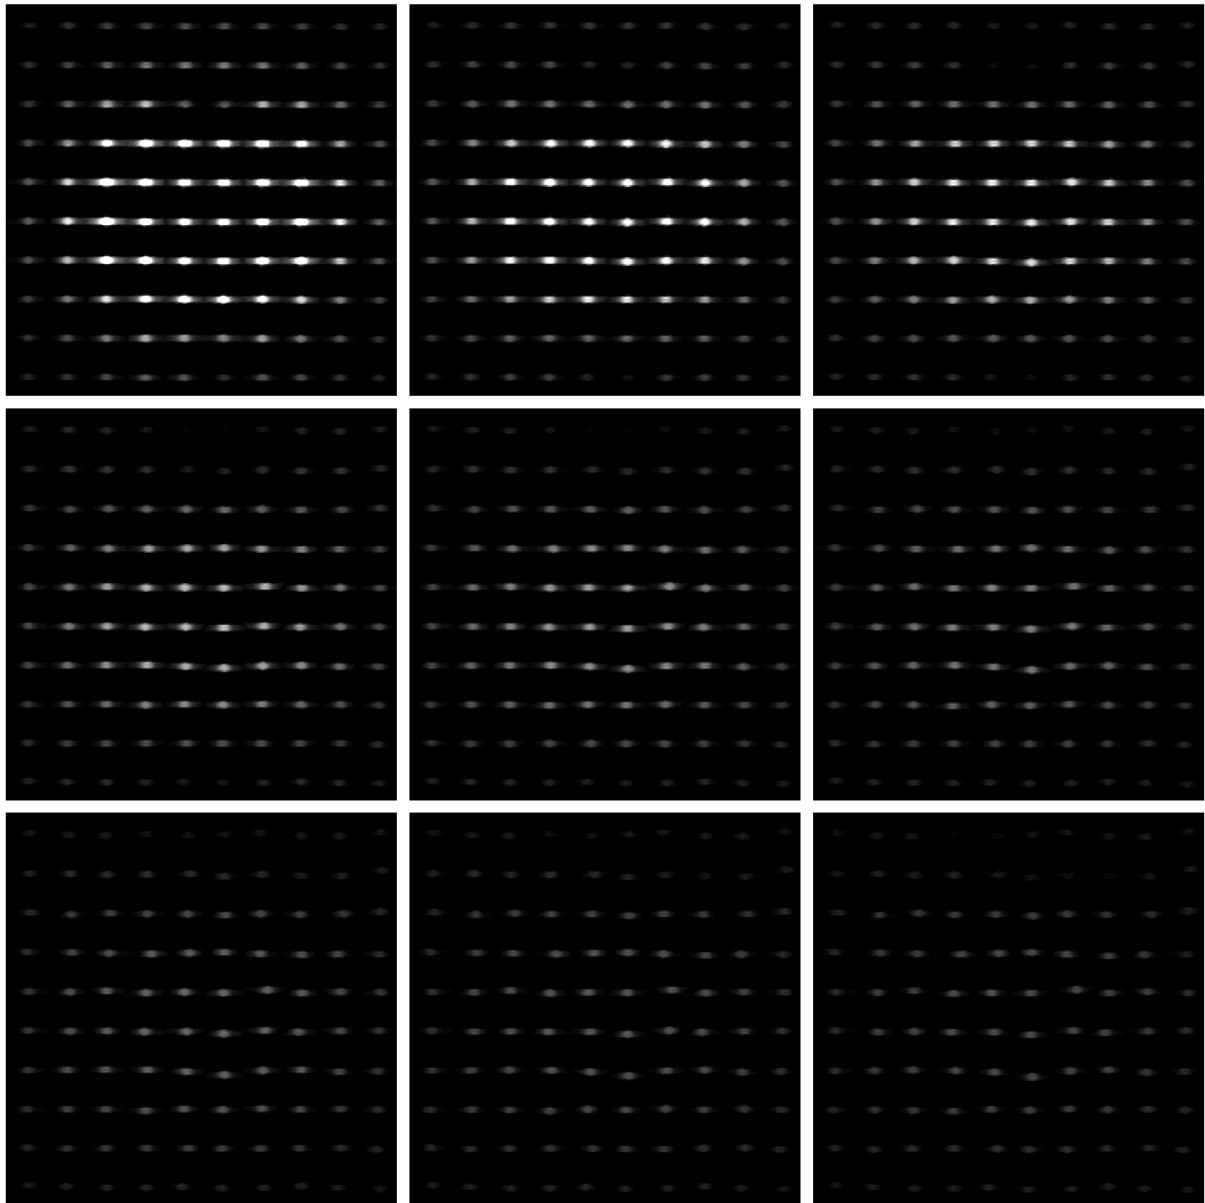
9 exemplarische MRT-Schichten mit einer Schichtdicke von 0,6 mm im Abstand von 3,0 mm, links oben Spulen-nahe Schicht, rechts unten Spulen-ferne Schicht
